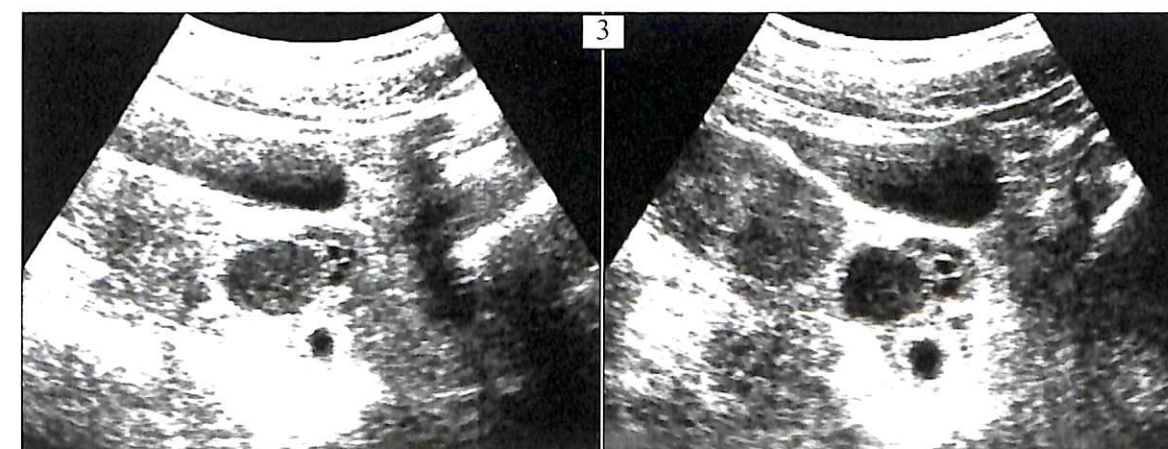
Три наблюдения успешного выявления эктопического Пл/Я в процессе трансабдоминального УЗИ при прогрессирующей ампулярно-трубной беременности.
